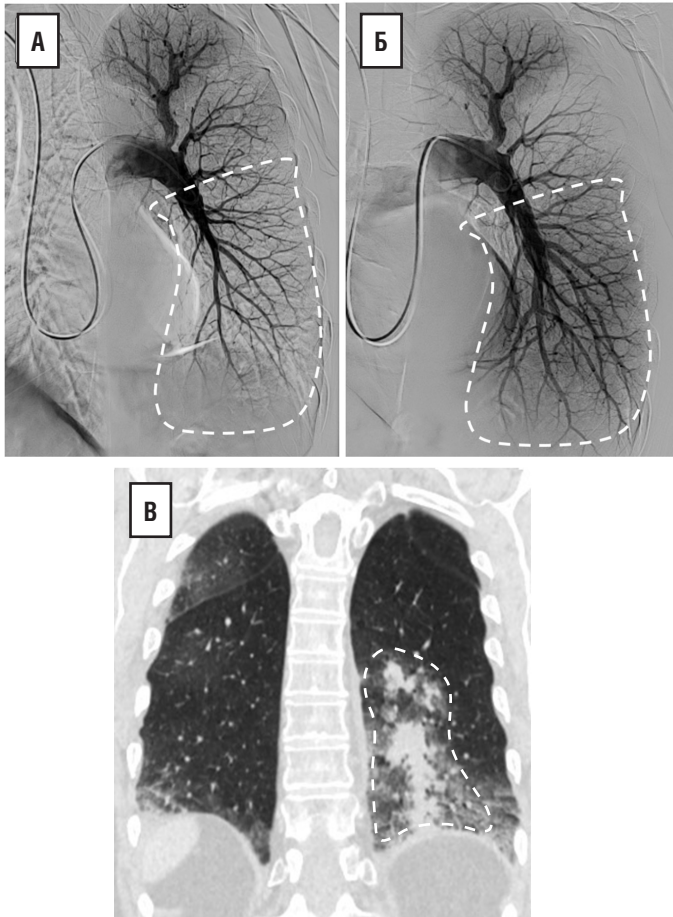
Реперфузионное повреждение лёгкого после восстановления кровотока в бассейне нижнедолевой ветви левой лёгочной артерии (выделено пунктиром) [из архива Данилова Н.М., неопубликованные данные]: А – ангиограмма до ТЛА; Б – ангиограмма после ТЛА; В – КТ-картина реперфузионного повреждения лёгких через 24 часа после ТЛА
